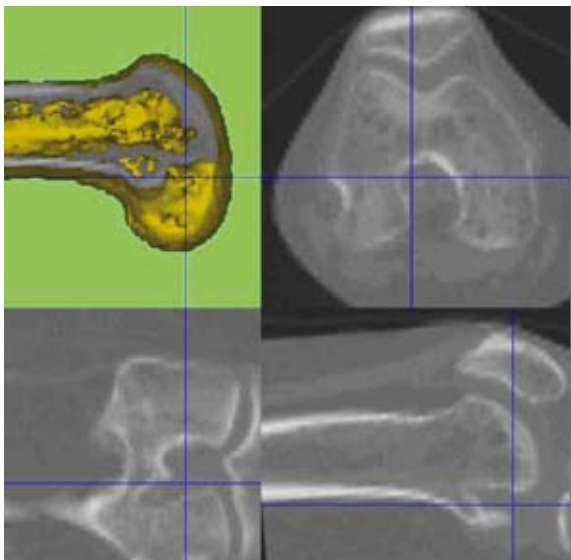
Beurteilung des femoralen Tunnels mithilfe des 3-D-(SPECT)/CTs.
